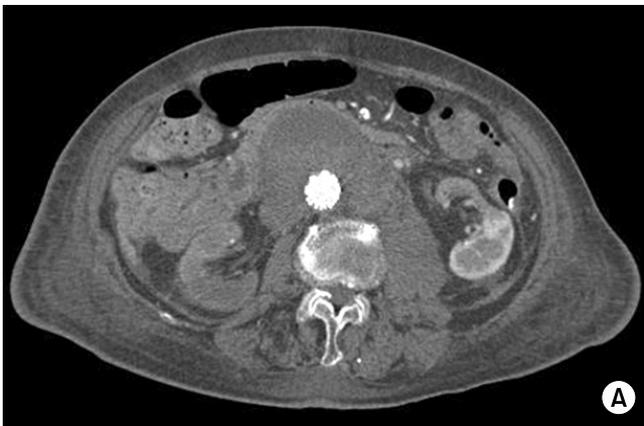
Following CT after EVAR showed no endoleak, reduced retroperitoneal hematoma and patent endograft (A, B). But, renal infarction with partial renal arterial flow in right kidney was observed (C).
